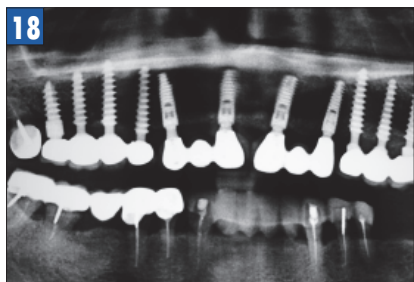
Рентгенологический контроль через 6 месяцев после протезирования.
